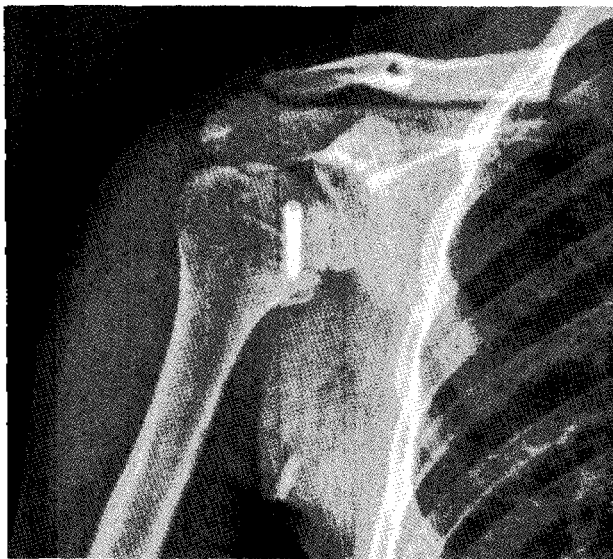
The postoperative radiograph. A screw was found within the malunited lesser tuberosity of the humerus.
